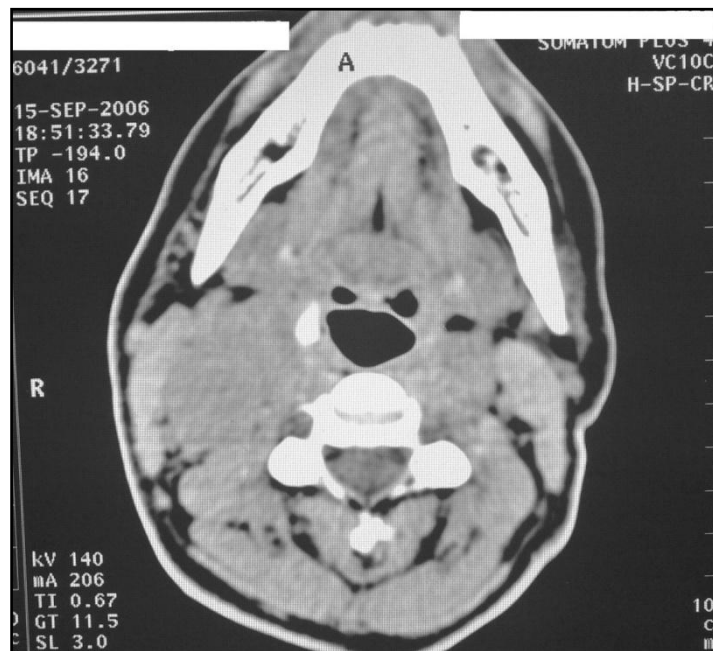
Image TDM d'un paragangliome. Iconographie Pr Taberkant
